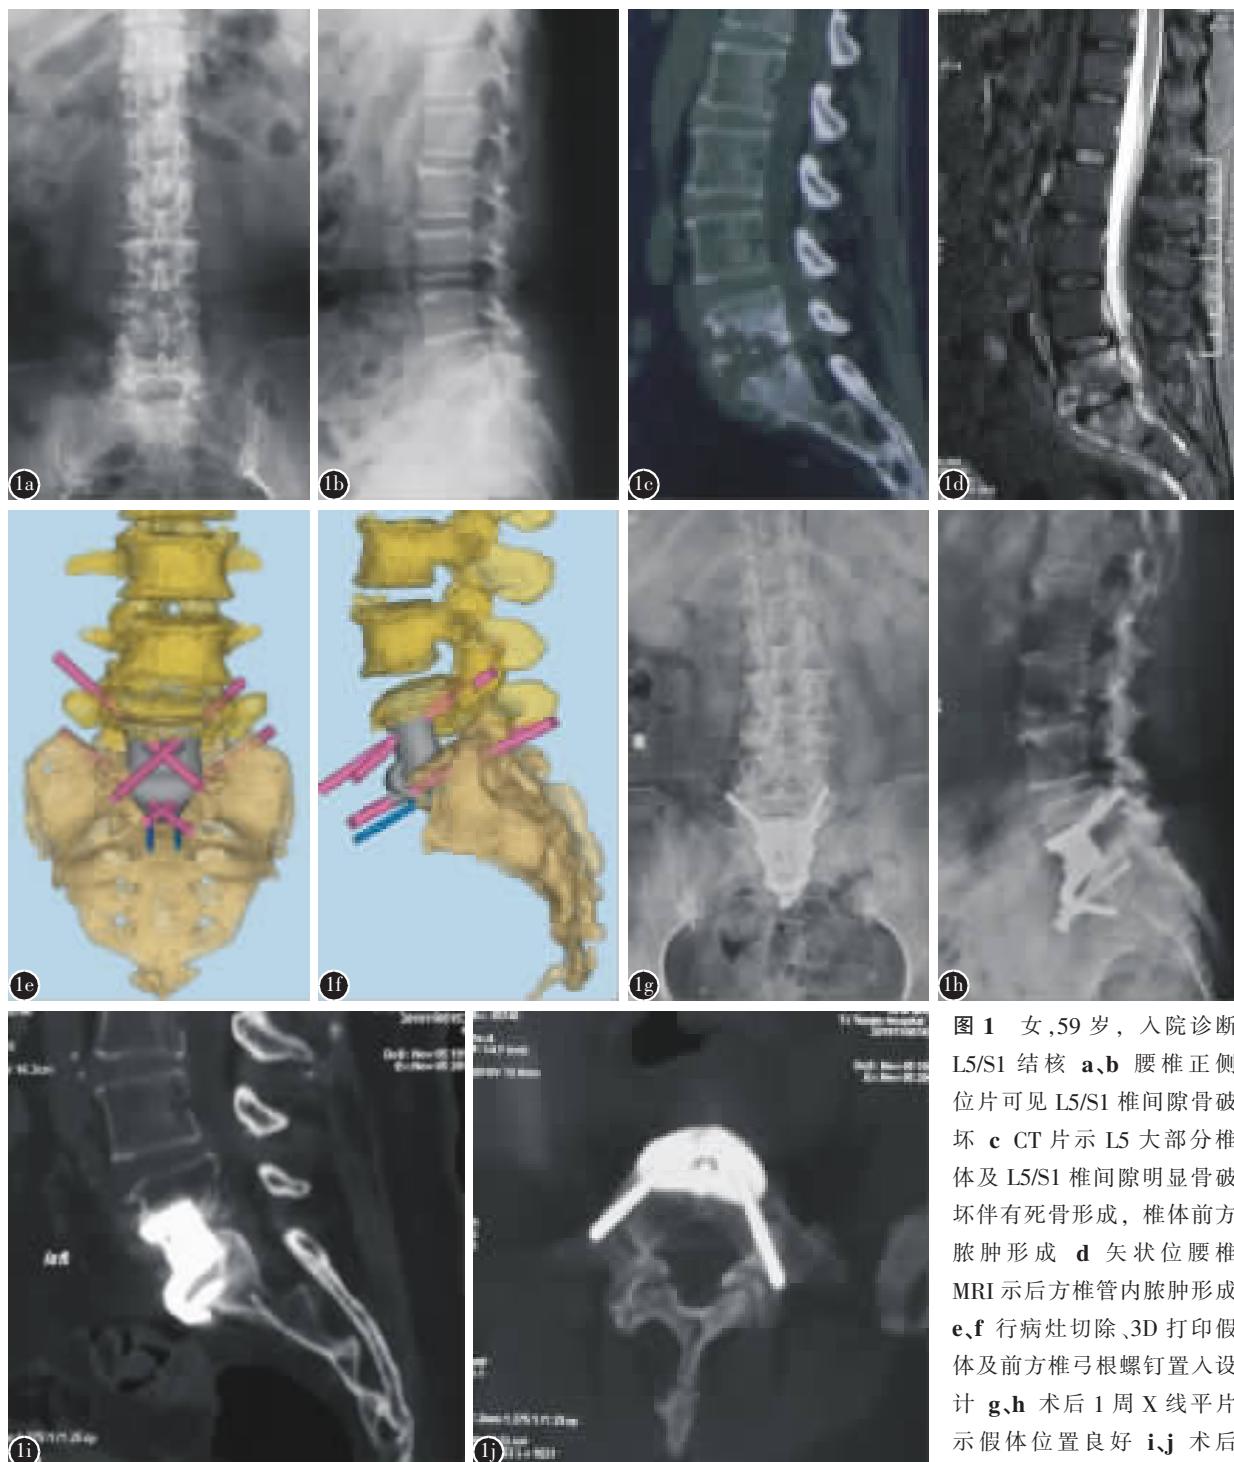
女,59岁,入院诊断 L5/S1 结核 a、b 腰椎正侧位片可见 L5/S1 椎间隙骨破坏 c CT 片示 L5 大部分椎体及 L5/S1 椎间隙明显骨破坏伴有死骨形成,椎体前方脓肿形成 d 矢状位腰椎 MRI 示后方椎管内脓肿形成 e、f 行病灶切除、3D 打印假体及前方椎弓根螺钉置入设计 g、h 术后 1 周 X 线平片示假体位置良好 i、j 术后 24 个月 CT 重建示假体与椎体牢固固定,钉道无松动
